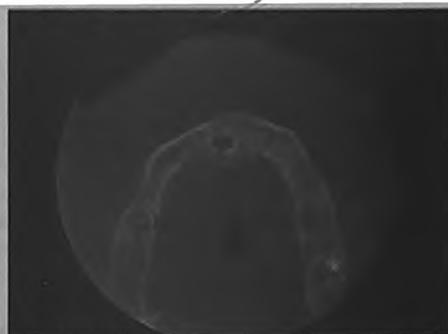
Особенности строения альвеолярного отростка пациента М. на КТ
